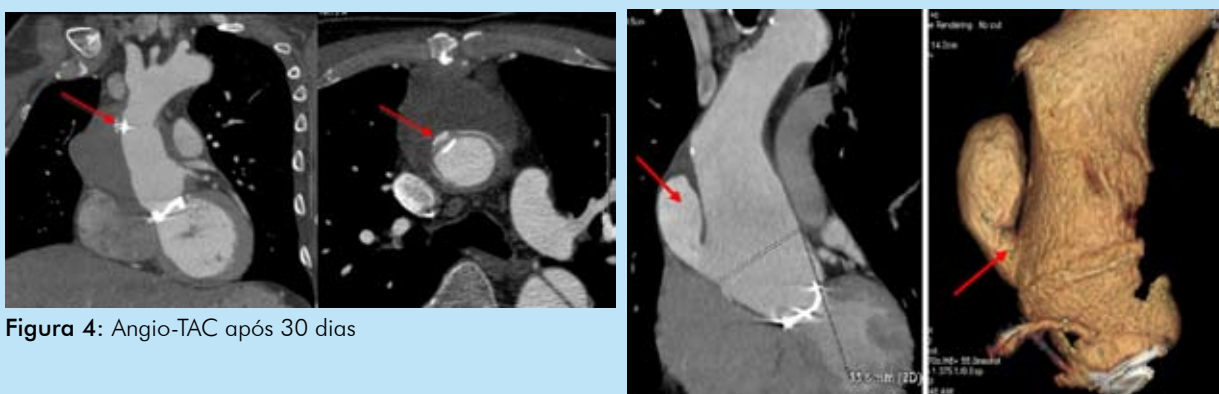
Angio-TAC após 30 dias
